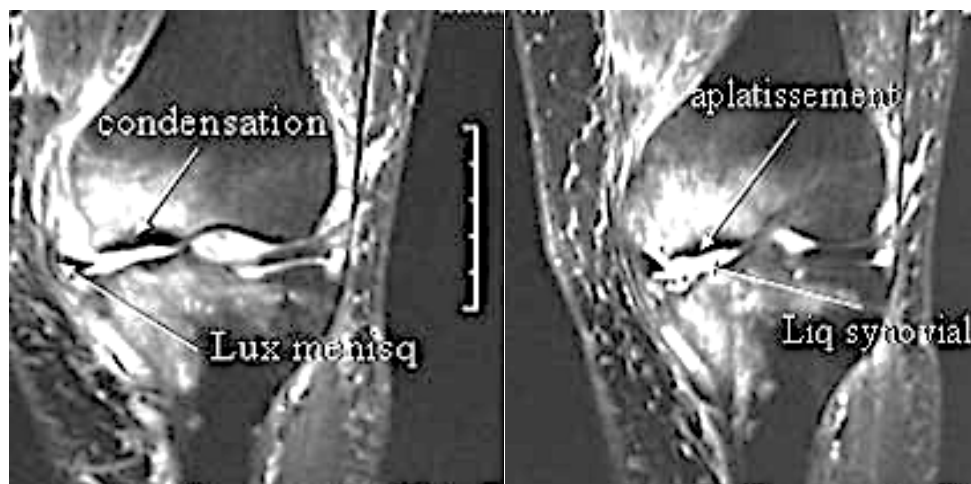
IRM d'un genou arthrosique⁸⁵
